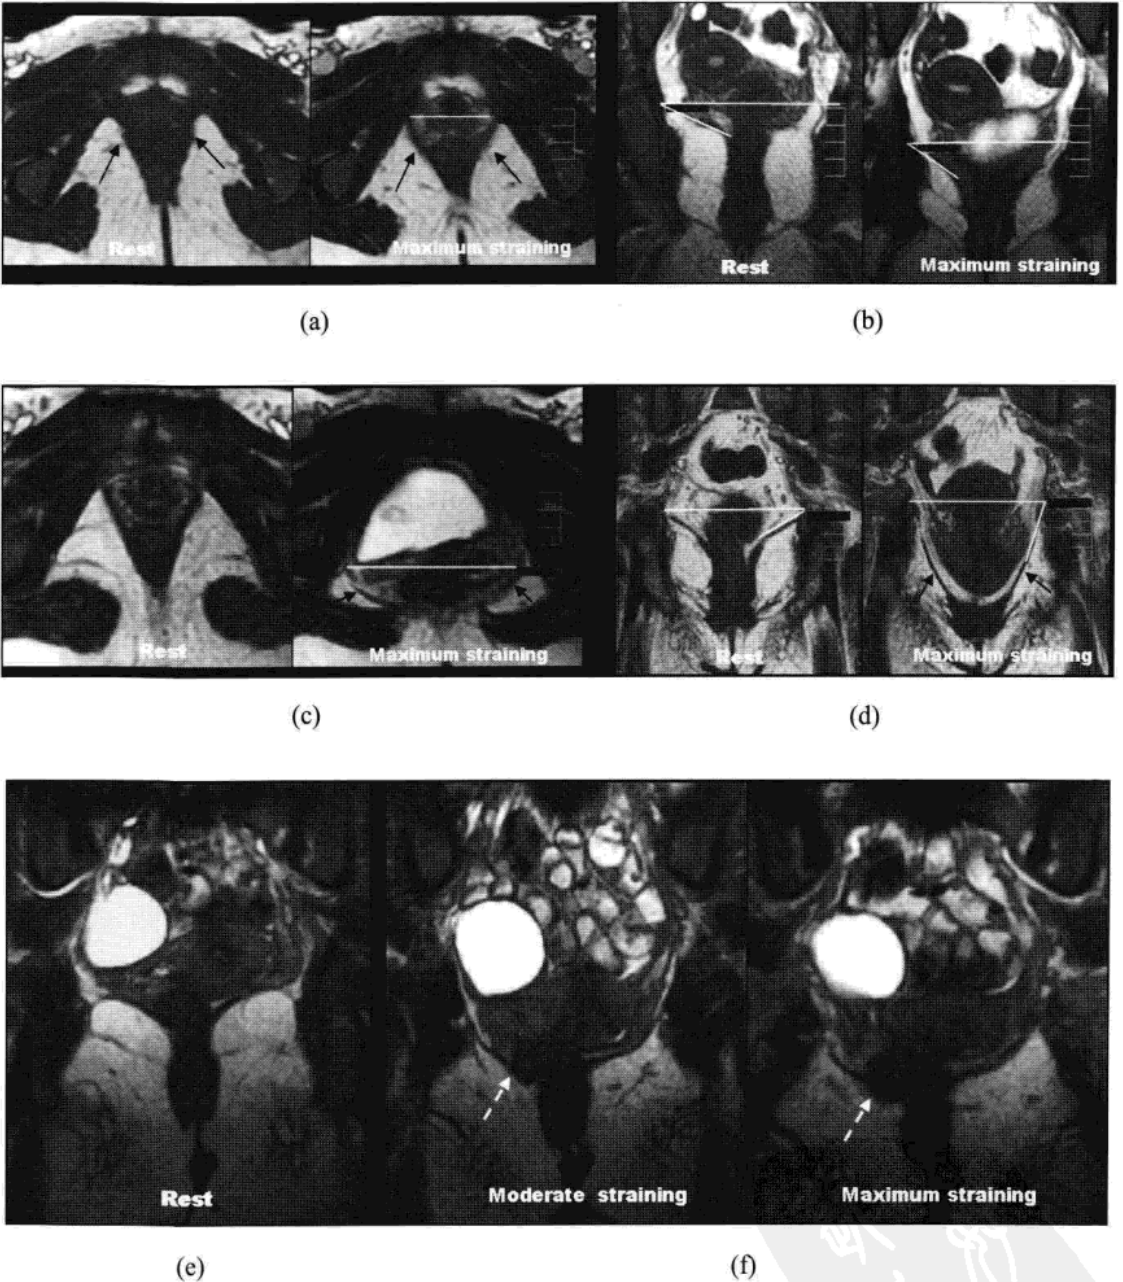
盆底肌肉薄弱、缺陷的 MRI 图像[动态 BFFE 序列(TR/TE 9/4)]。图 a 及图 b 为 28 岁健康志愿者的横断面及冠状面图像,可见正常的肛提肌裂孔宽度(WLH)(直线),在最大屏气用力时为 4.3cm;图 a 箭示耻骨直肠肌(PR),图 b 中髂骨尾骨肌角度(IL A)为 34.3°(两线之间的夹角)。图 c 及图 d 为 54 岁女性 SUI 伴 POP 患者的横断面及冠状面图像,可见耻骨直肠肌膨胀变薄(图 c 箭),提示盆底肌肉薄弱;WLH 值为 9cm;髂骨尾骨肌可见明显下垂(图 d 箭),IL A 达 72°。图 e、f 为 25 岁 POP 患者的冠状面图像;当屏气持续用力时,可见右侧提肌缺陷,伴直肠膨出(虚箭)。
